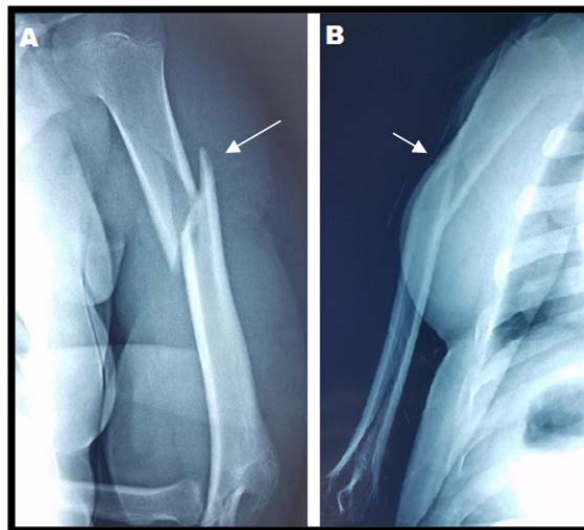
Radiographie de face (A) et de profil (B) de l'humérus gauche montrant une fracture médio diaphysaire à trait spiroïde avec chevauchement chez un enfant de 6 ans suite à un AVP.
